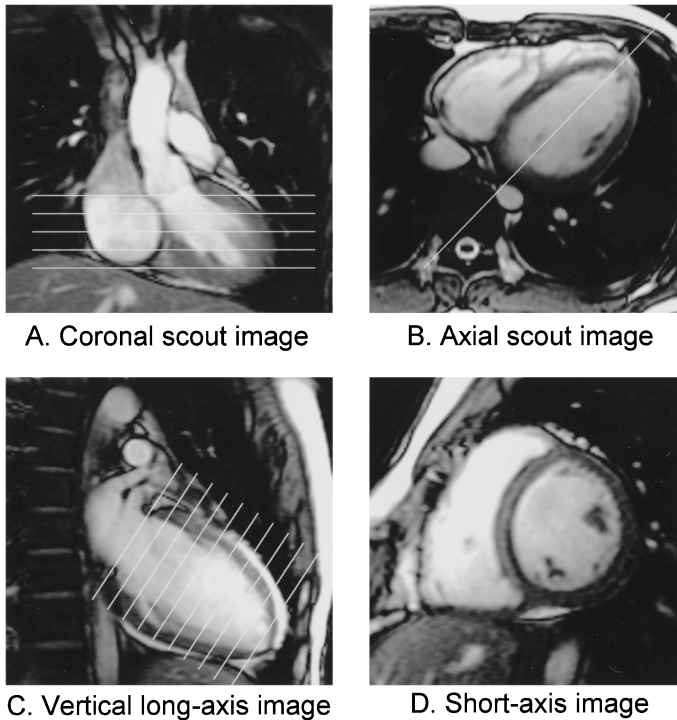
Scout MR images for defining short-axis imaging planes of the left ventricle. Breath-hold coronal (A) and axial (B) MR images were obtained as scout images. Slice location for vertical long-axis cine MR image (C) was defined on axial scout image. Then slice locations for short-axis cine MR images (D) encompassing the entire left ventricle were prescribed on vertical long-axis cine MR images.
